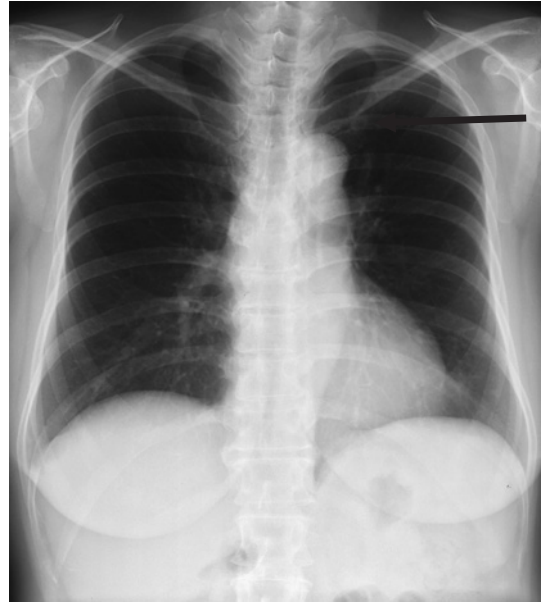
Chest X-ray film showing a small nodular shadow in the left upper lung field.
